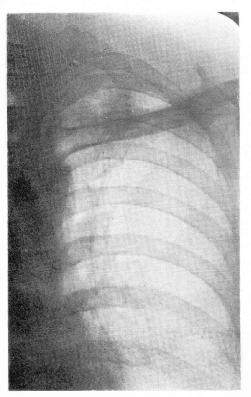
A chest X-ray demonstrating H. K. 2 showing stretched thin hilar lines suggesting a cavity.
